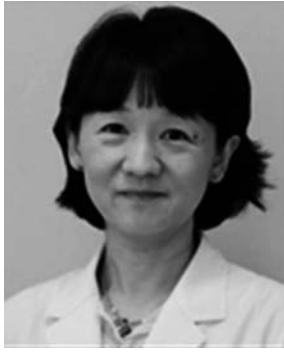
角田博子：世界で初めて乳管内成分を超音波で描出した。
